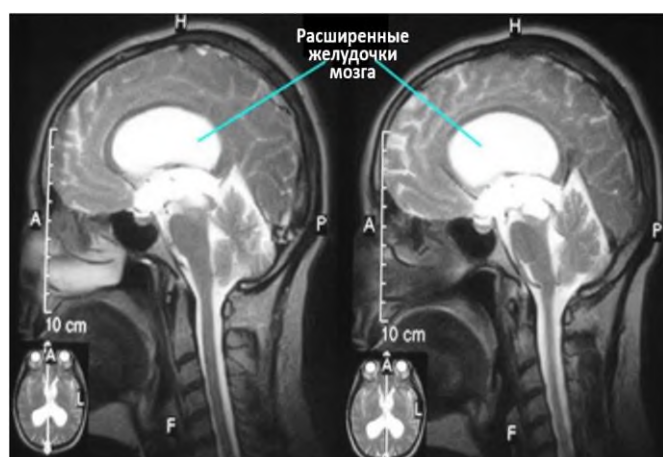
МРТ головного мозга. На МР-томограмме в сагиттальной плоскости отмечается расширение боковых желудочков мозга (линии), за счет повышенного содержания ликвора [Фокин В.А., 2020]
